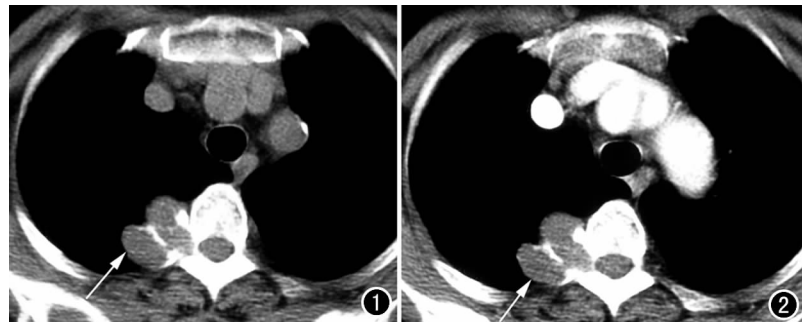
CT平扫示右后纵隔椎体旁见一软组织肿块,境界清楚,分叶状,内可见粗索状骨嵴及钙化(箭)。图2 CT增强扫描示肿块无明显强化(箭)。
